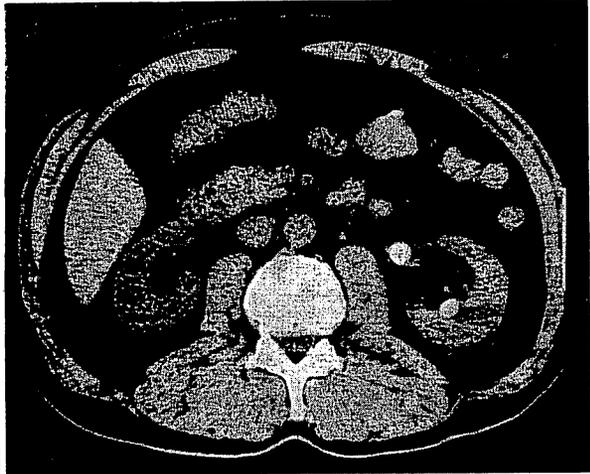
尿酸結石症例の腹部単純撮影 (KUB) (左) と CT 像 (右)
